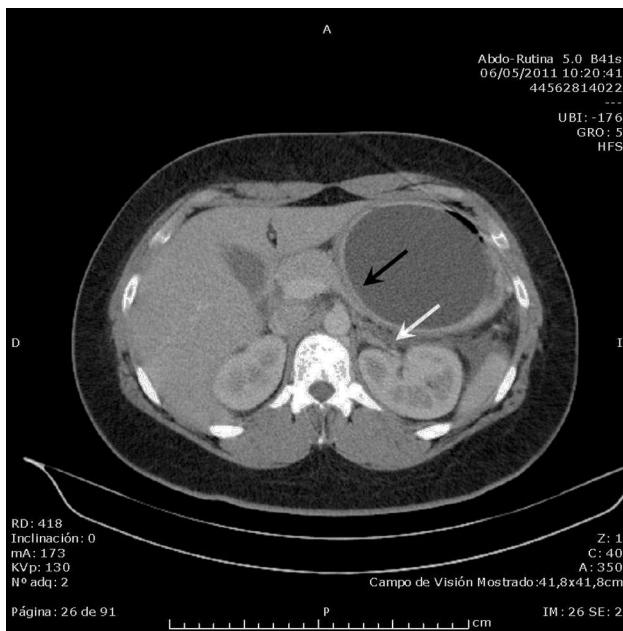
Imagen de TC abdominopélvica con área hipocaptante en cola de páncreas (flecha blanca) adyacente a balón intragástrico (flecha negra).
